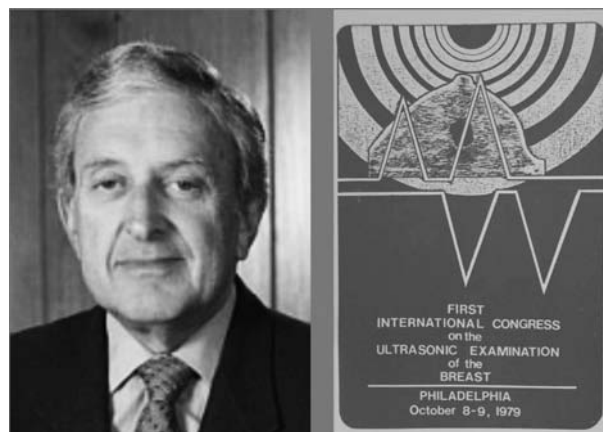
Barry B. Goldbergと第1回国際乳房超音波診断会議のアブストラクト
